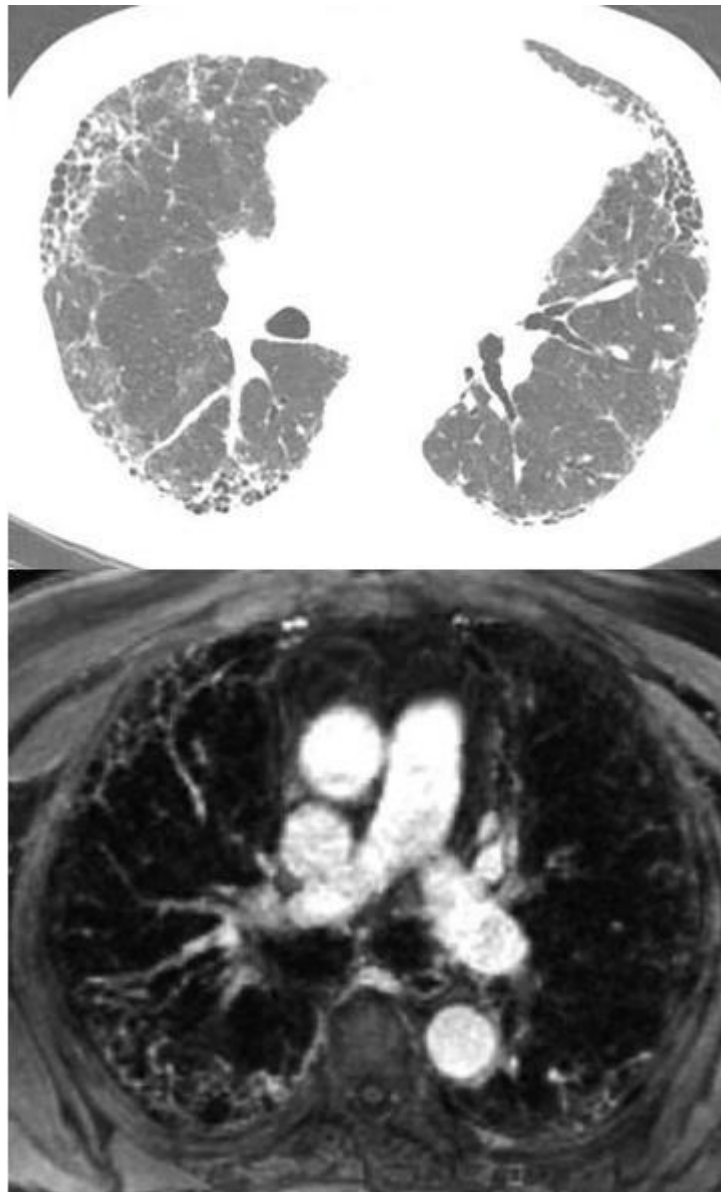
64-year-old man with idiopathic pulmonary fibrosis. CT axial image (A) and T1- weighted VIBE post-gadolinium images (B) demonstrate late enhancement in the subpleural zones of lung fibrosis.
